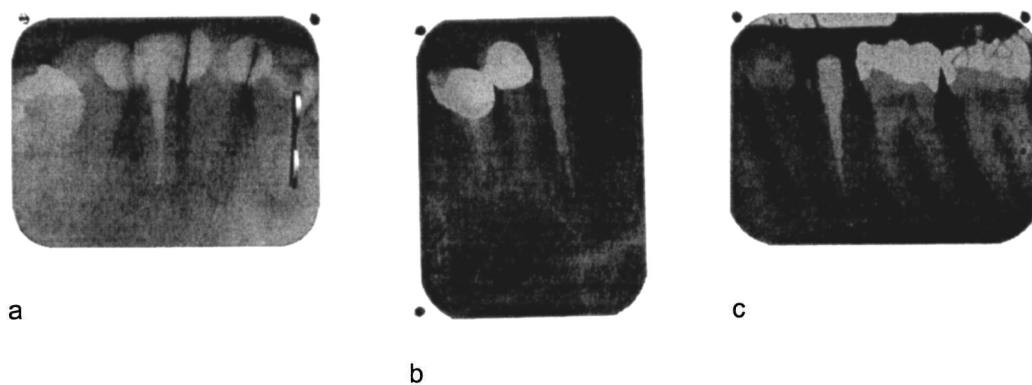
Röntgenaufnahmen von OptiPost-Wurzelstiftaufbauten vor dem Einzementieren
